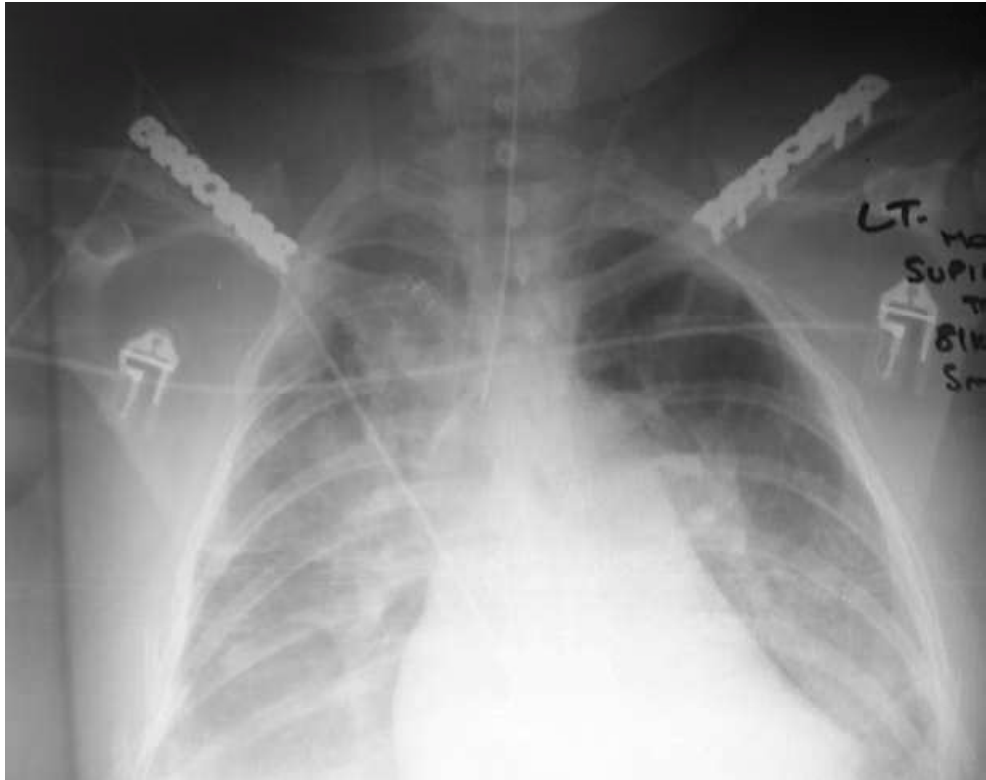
Contrôle radiographique de face après ostéosynthèse par plaque vissée.(30)
